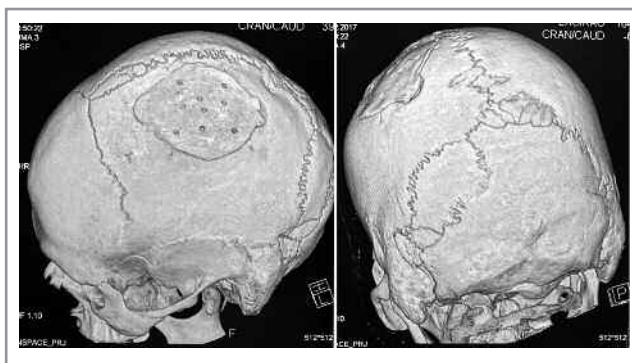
Данные КТ пациента Г.
